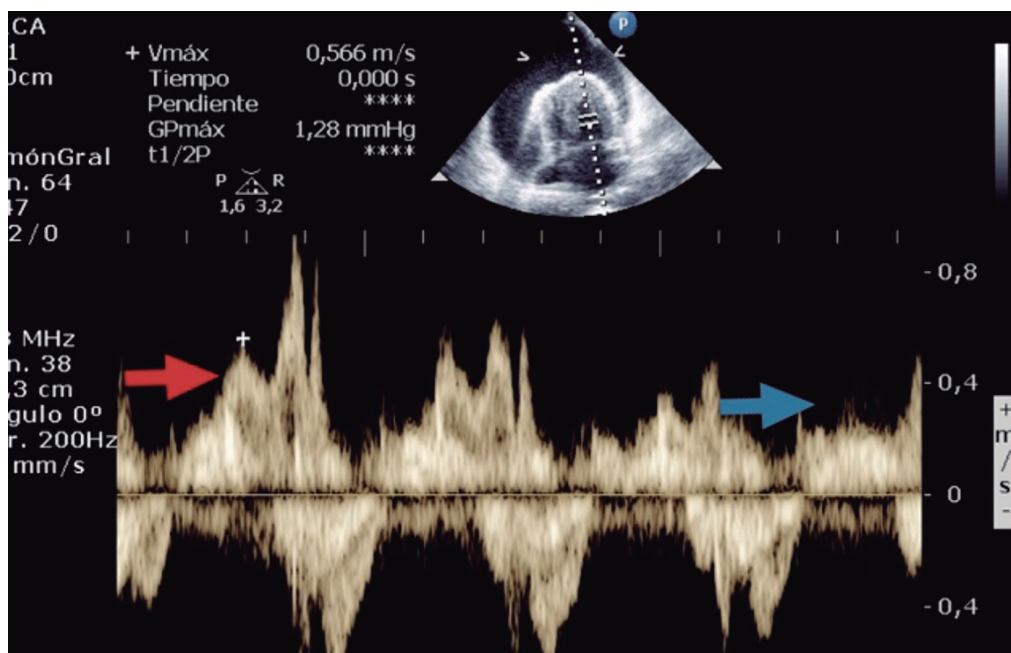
Doppler pulsado de llenado trasnmitral en cuatro cámaras, donde se aprecia variación inspiratoria significativa del flujo de llenado diastólico temprano del ventrículo izquierdo (flecha roja en espiración, flecha azul en inspiración)
